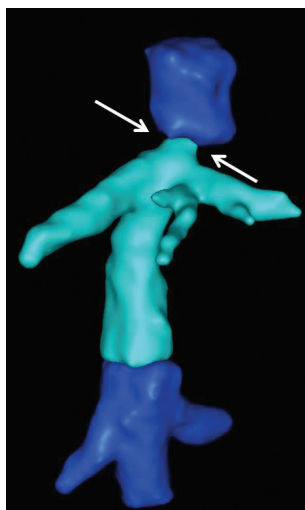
Компьютерно-томографическая визуализация (3D-реконструкция) в ранние сроки после трансплантации печени при выполнении каво-кавальной реконструкции по классической методике, белыми стрелками указано сужение проксимального анастомоза на уровне диафрагмы
